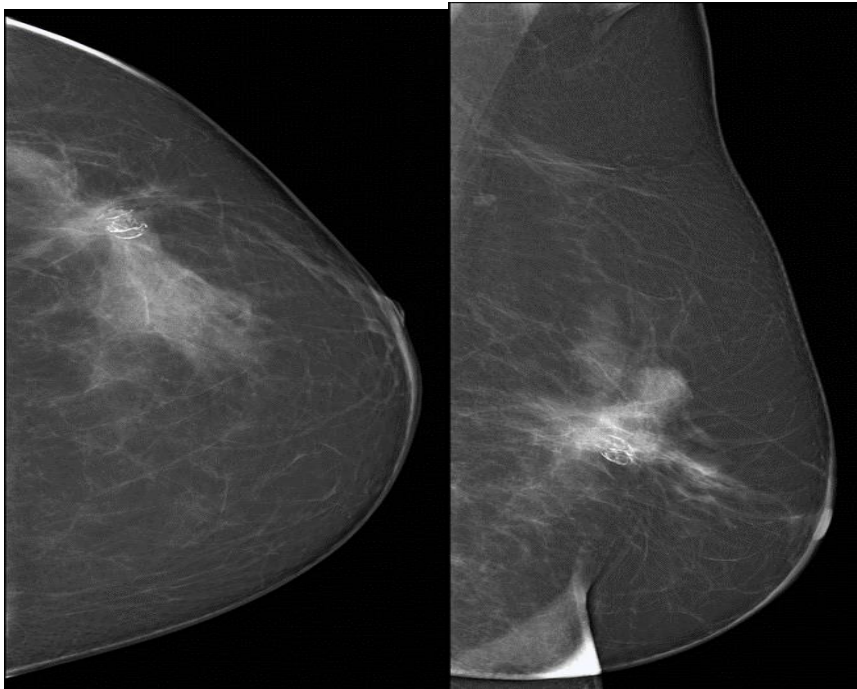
Рентгенологическая форма жирового некроза «жировая киста с обызвествлением».
